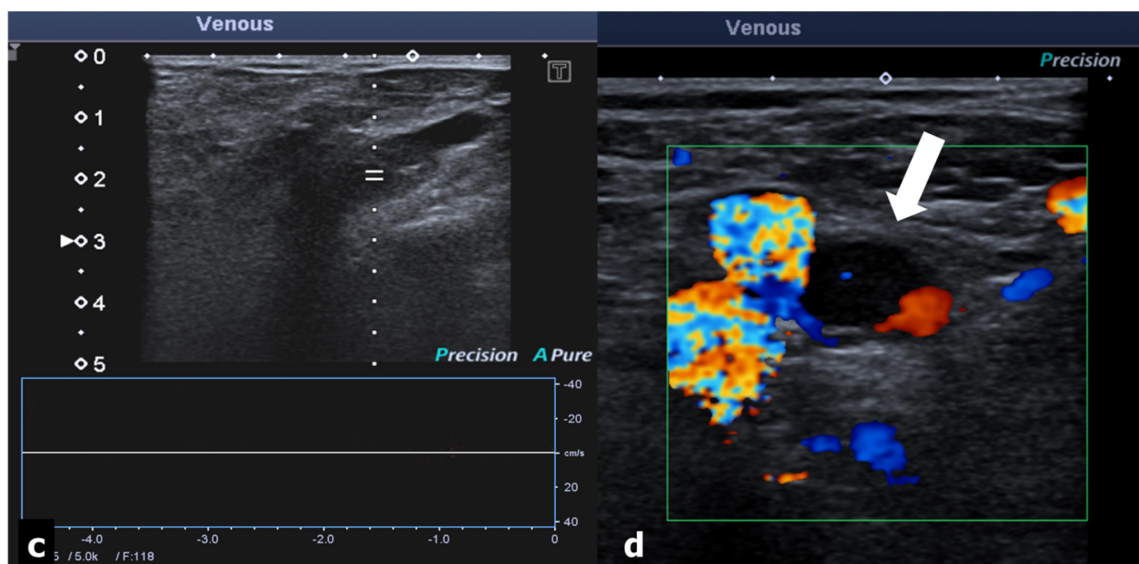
Trombosis de la vena femoral superficial. Ecografía Doppler. (c) En el espectro Doppler no se identifica flujo. (d) En el Doppler color no se observa relleno de color en la vena femoral superficial (flecha blanca).
